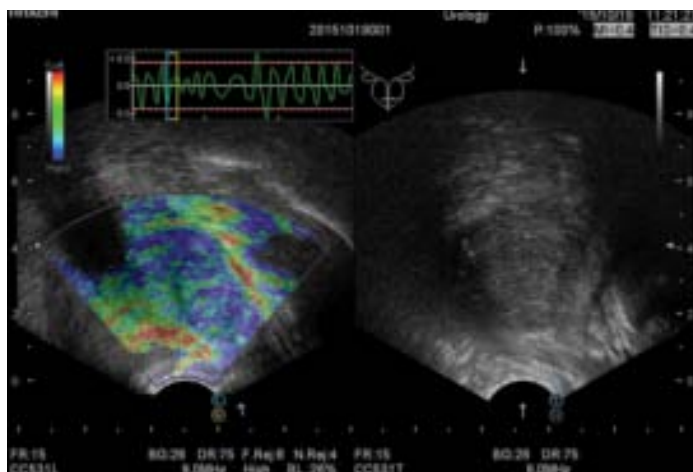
ТРУЗИ простаты в режиме соноэластографии больного 57 лет после лечения через 3 месяца.
